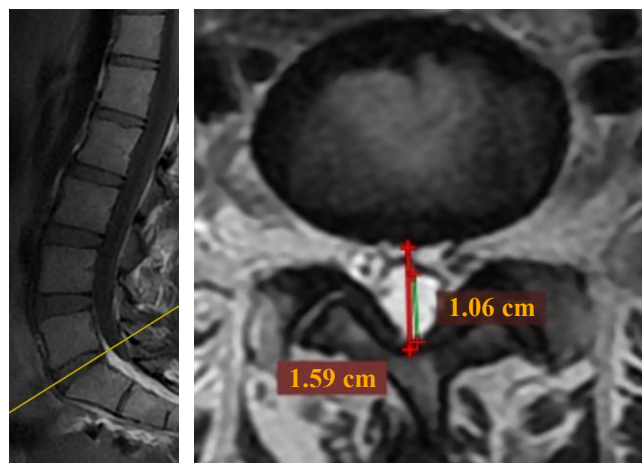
Evaluación por resonancia magnética de diámetros lumbares, nivel L5-S1.
